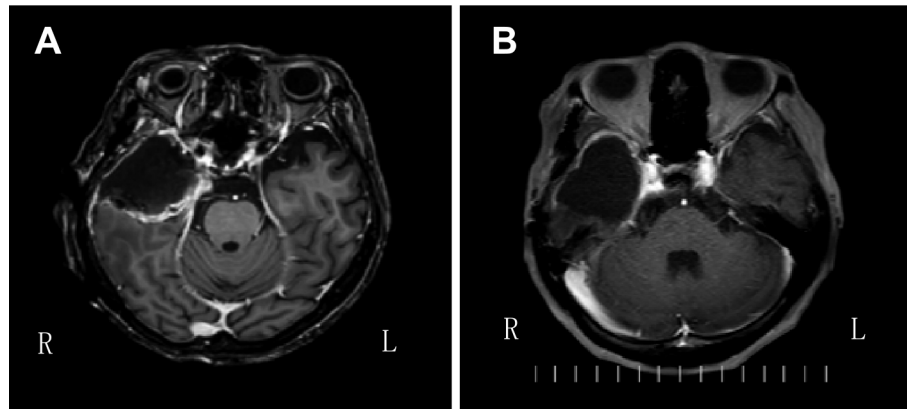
Post-operative brain MRI.
